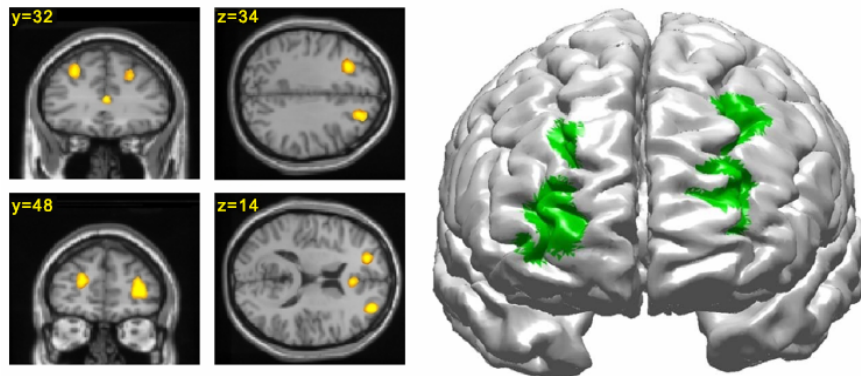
Studio PET della default mode network [61]
